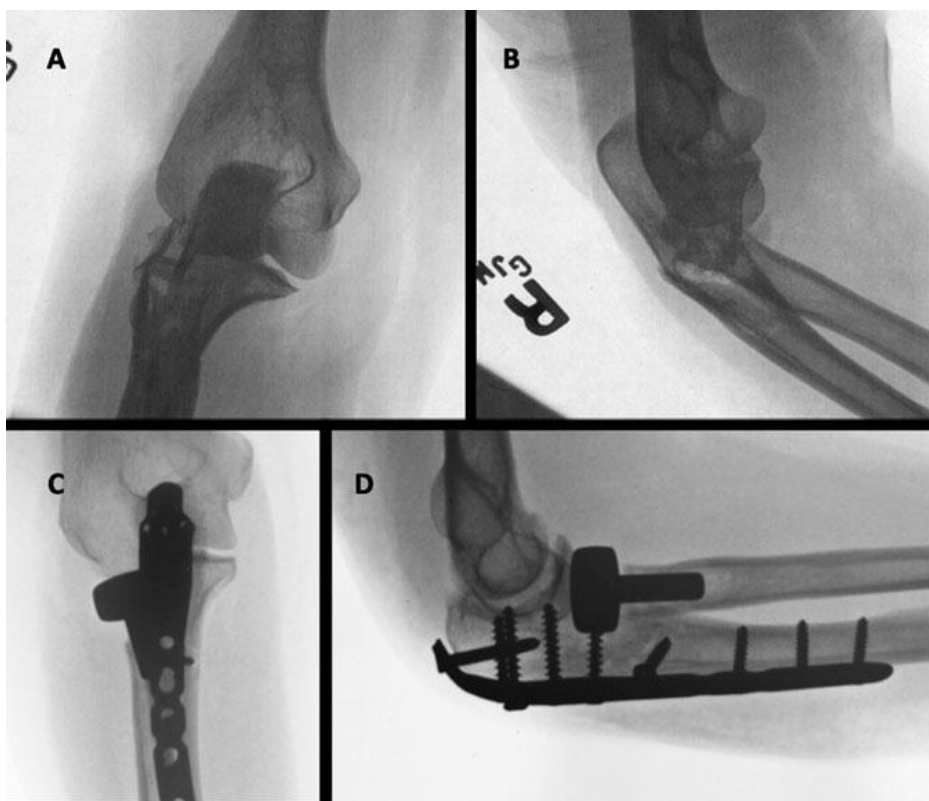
Radiographie face et profil d'une fracture postérieure de Monteggia avant et après ostéosynthèse. (The Unstable elbow)
